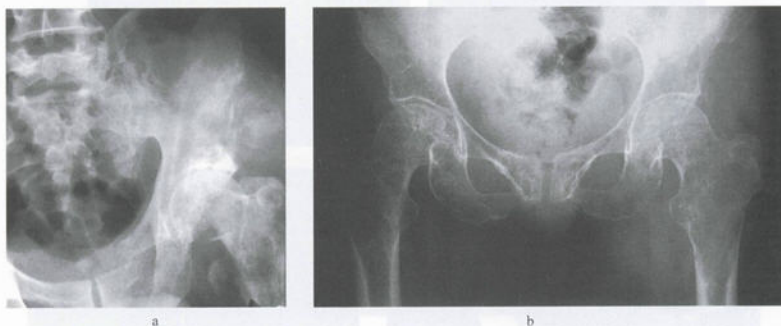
多发性溶骨性转移与骨髓瘤 X 线平片
